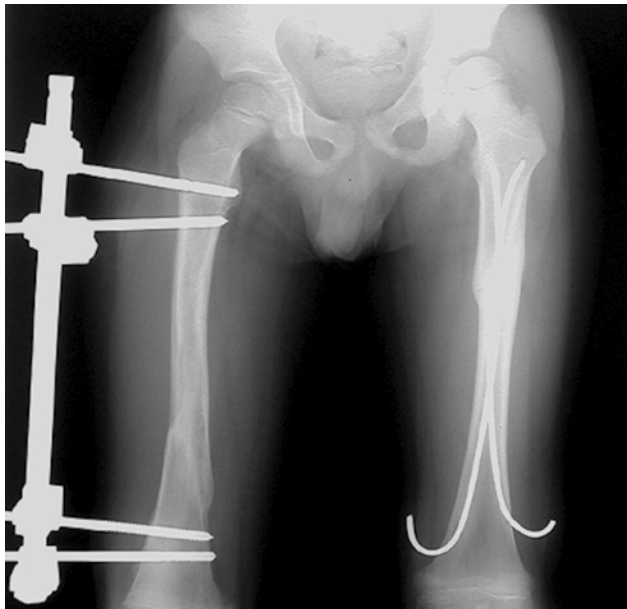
Radiografía de fémur AP bilateral. Fijación externa del fémur derecho (tutor externo) e interna del fémur izquierdo (TEN).
